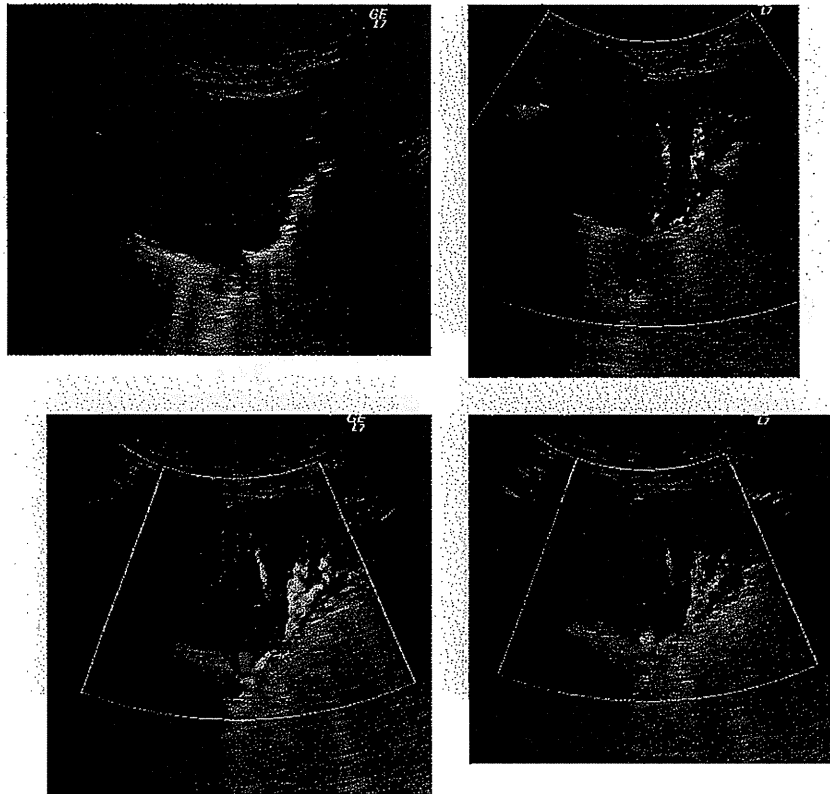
B-mode image demonstrated a hypoechoic tumor with pleural invasion. Color and power Doppler sonography and B-flow color showed tortuous and bronchial color flows in the partial lesion of the tumor
